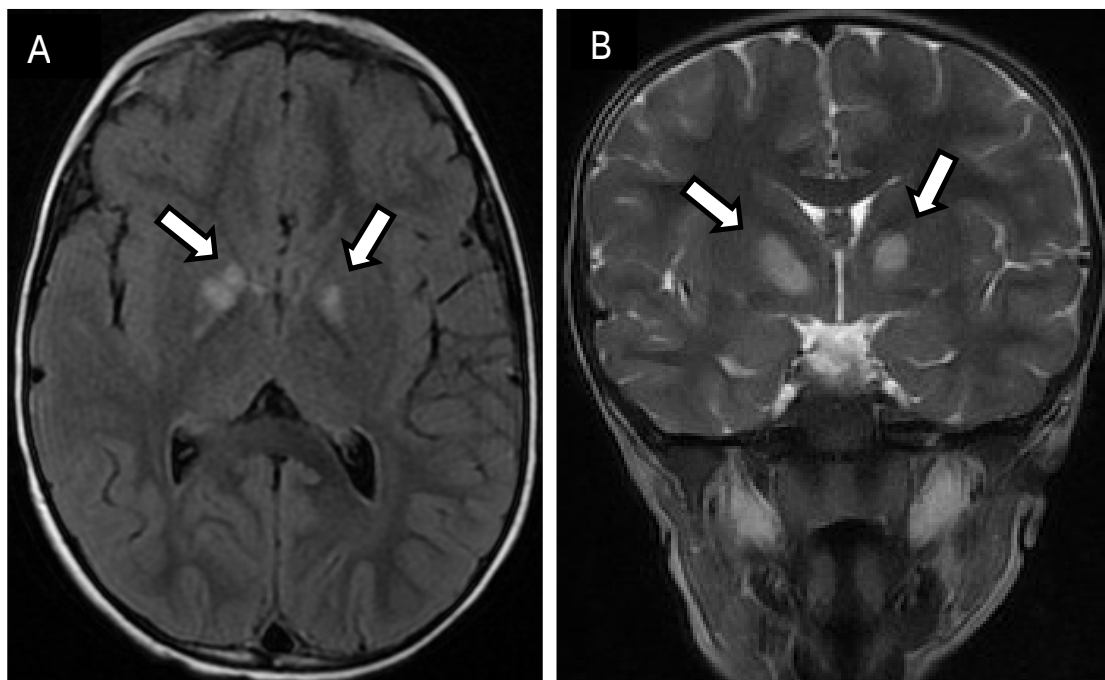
Patient âgé de 5 ans présentant des taches café au lait et des lentigines. IRM cérébrale, coupes axiale en FLAIR (A) et en coronale T2 (B). Hypersignaux (↖) : Objets Brillants Non Identifiés (OBNI) ou Hamartomes
